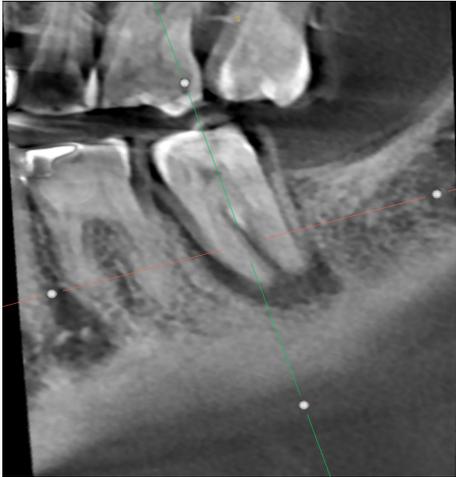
Трёхмерная (3D) компьютерная томография. Панорамный снимок через 6 лет после пломбирования зуба 47 по поводу кариеса дентина. Периодонт расширен, скопление экссудата
